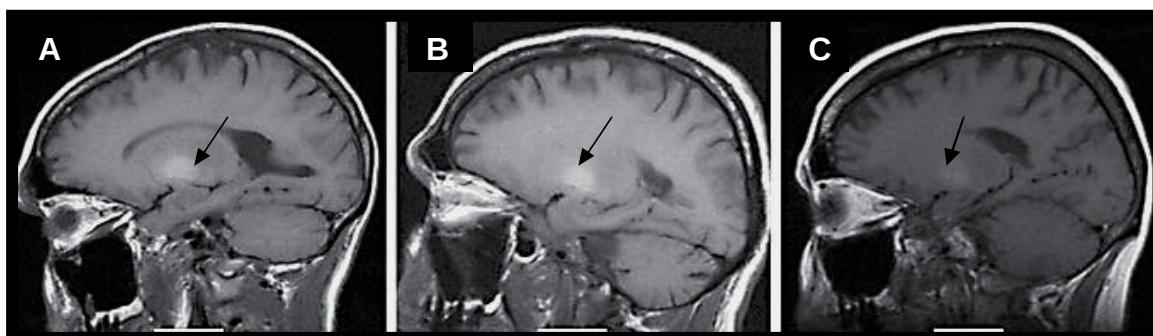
RM do crânio. Seqüência sagital T1. Três casos de hipersinal em T1 nos núcleos da base (globos pálidos) devido a intoxicação por manganês.
